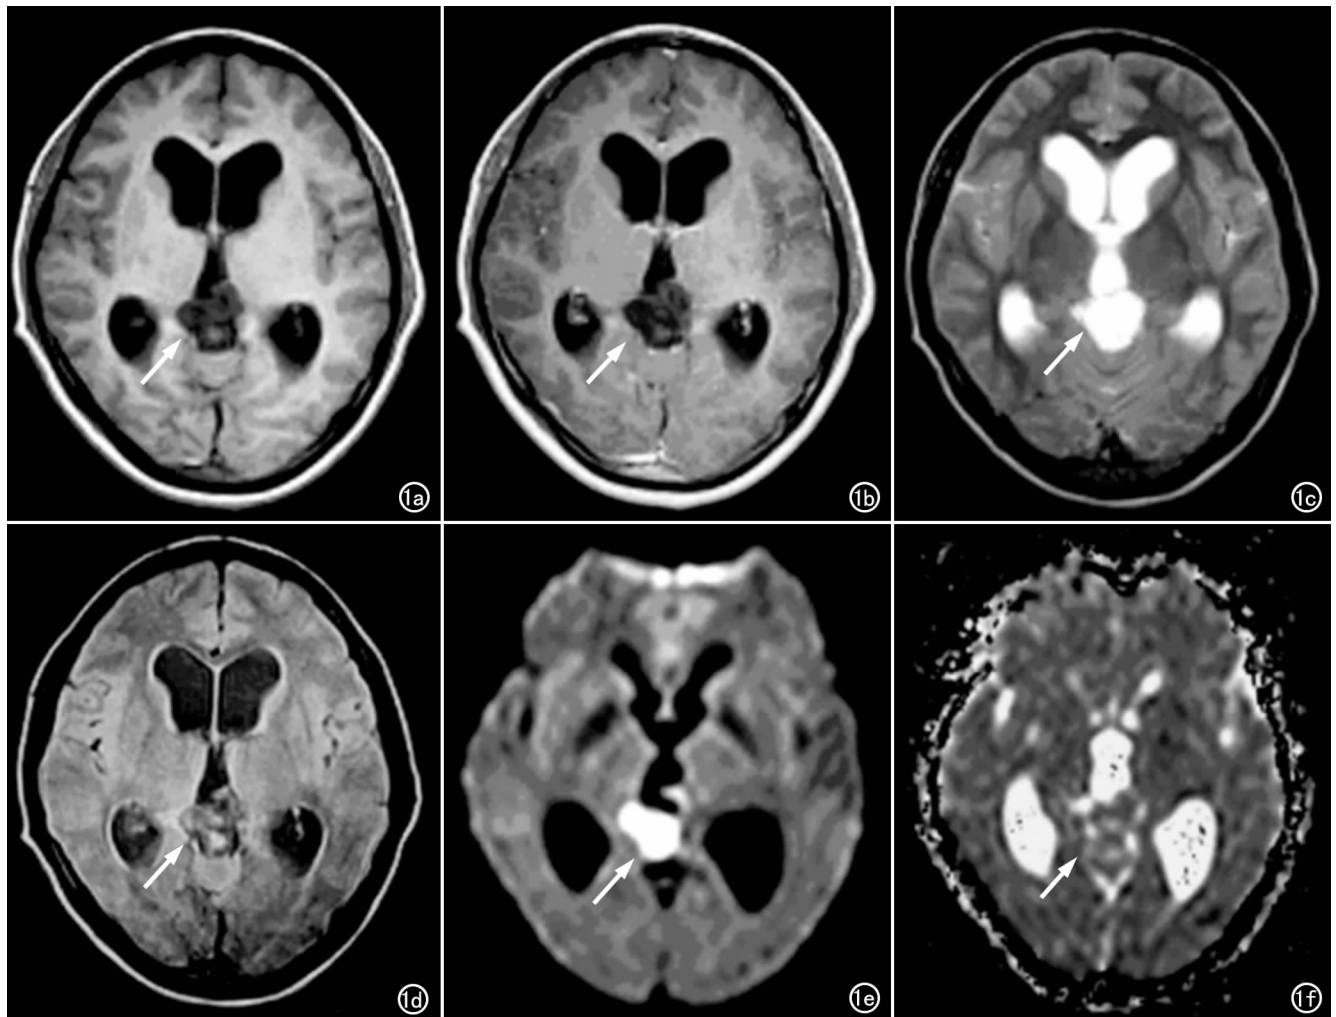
松果体区表皮样囊肿。a) 与脑脊液比较, T_1 WI 呈不均匀等信号; b) T_1 增强未见强化; c) T_2 WI 呈均匀等信号; d) FLAIR 呈不均匀高信号; e) DWI 呈高信号; f) ADC 图低于脑脊液。
